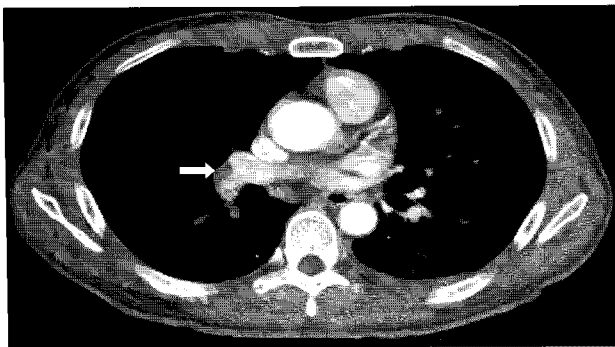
Contrast enhanced chest CT scans showed a thrombus in the right main pulmonary artery (arrow) and right atrium (arrowhead).
